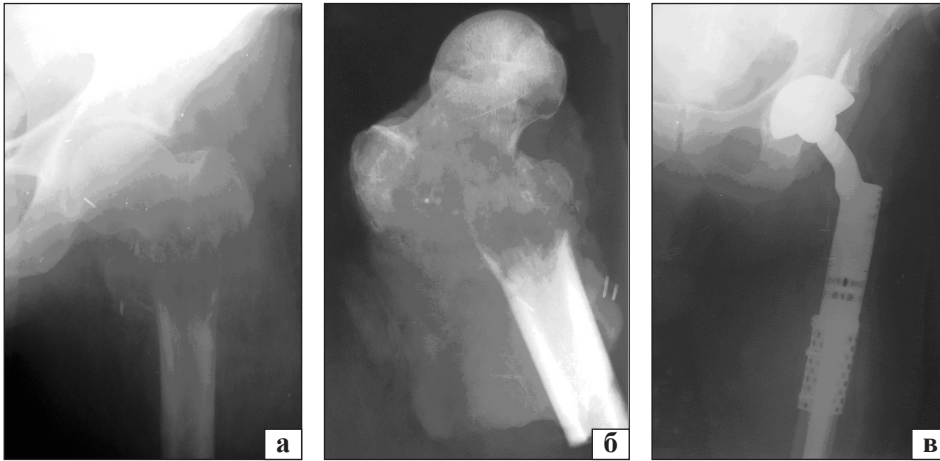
Рентгенограми лівого кульшового суглоба та стегна пацієнта Т., 53 роки, у прямій проекції до операції: вогнище літичної деструкції проксимального відділу стегнової кістки з патологічним переломом (а), препарату видаленої ділянки стегнової кістки (б), після операції заміщення дефекту ендопротезом (в)
